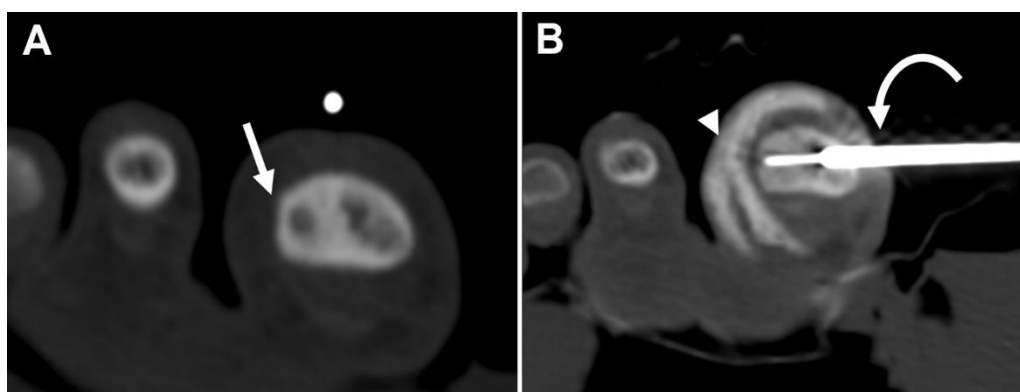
Paciente masculino de 17 años en plan de ablación por radiofrecuencia por OO en falange distal del Hallux derecho mediante TC. A) Nótese la disposición periférica cercana a las partes blandas y piel del dedo (flecha). B) Electrodo de radiofrecuencia ubicado dentro del nido del OO (flecha curva) con hidrodissección para separar la piel del área de ablación (cabeza de flecha).
